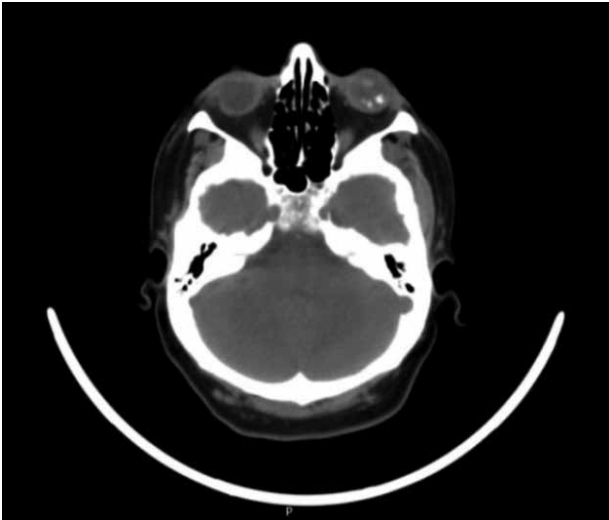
TC de cráneo con contraste: Calcificación de la cámara anterior y posterior del glóbulo ocular izquierdo.
